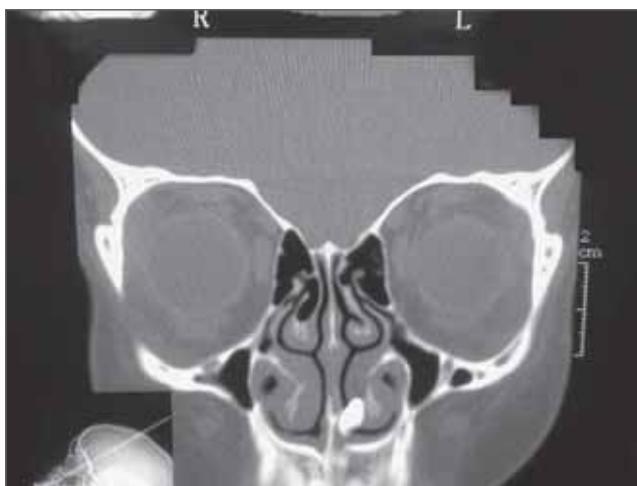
Tomografia computadorizada - corte coronal evidenciando imagem radiopaca em fossa nasal esquerda.
